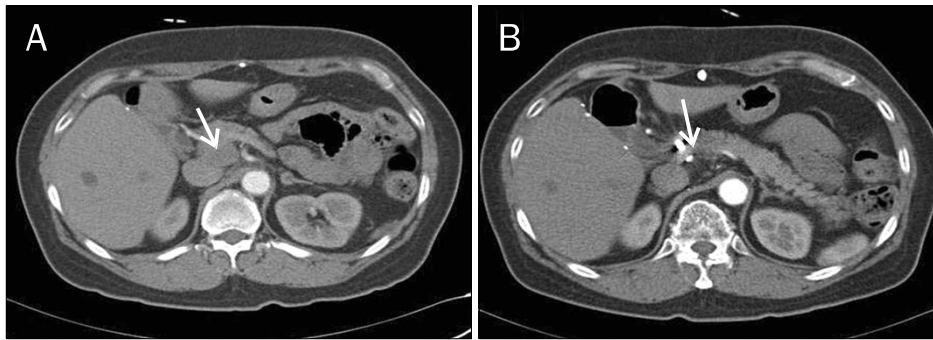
CT findings. (A) CT scan revealed 2.9 cm sized metastatic lymph node in portocaval space (arrow). (B) Follow up CT scan after 6 months of CyberKnife™ therapy showed nearly complete resolution of metastatic lymph node (arrow).
